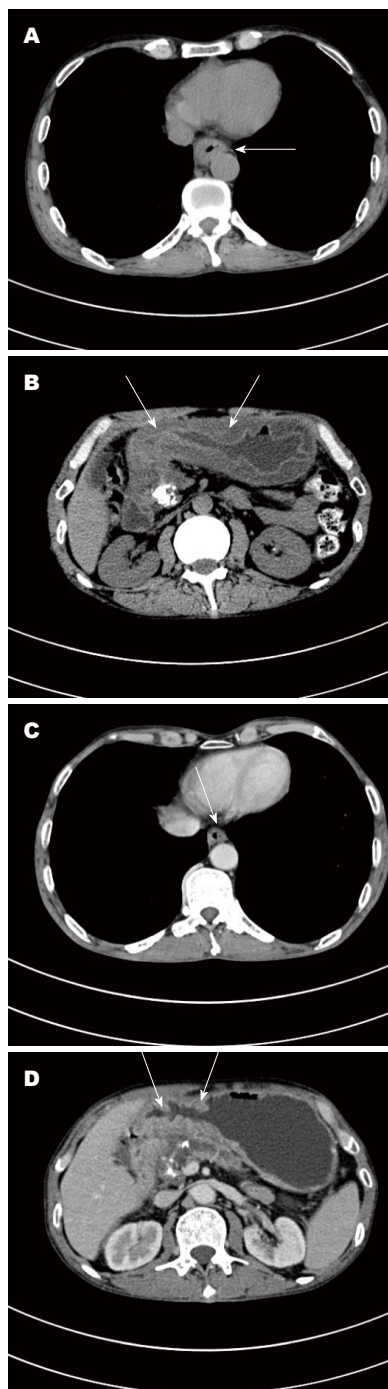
治疗前后CT图. A: 治疗前胸部CT显示食管下段壁明显增厚; B: 治疗前腹部CT显示胃壁及十二指肠球壁明显增厚; C: 治疗后胸部增强CT显示食管壁厚度基本恢复正常; D: 治疗后腹部增强CT显示胃壁及十二指肠球壁厚度明显改善. 箭头所示为病变部位. CT: 计算机断层扫描.
